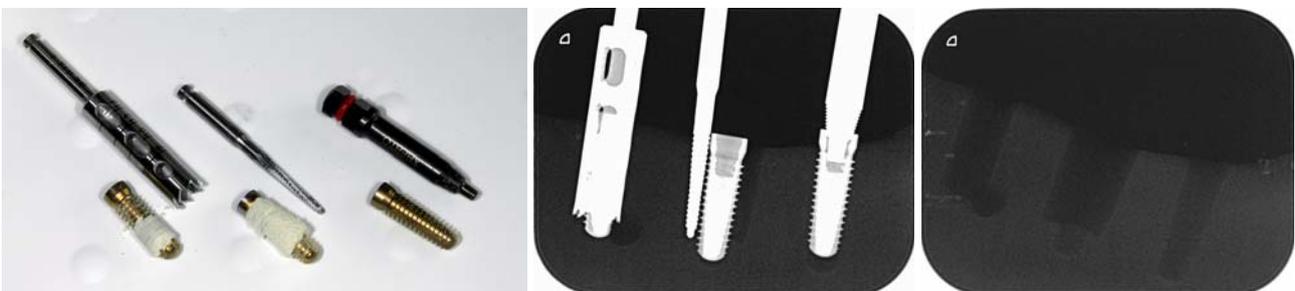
Darstellung der Explantationsmethoden und des daraus resultierenden Knochendefekts v.l.: Trepanfräse, Lindemannfräse, HelpKit. – Abb. 2: Röntgenaufnahme der Explantation am Modellkiefer v.l.: Trepanfräse, Lindemannfräse, HelpKit. – Abb. 3: Röntgenkontrollaufnahme nach Implantatentfernung aus dem Kiefermodell v.l.: Trepanfräse, Lindemannfräse, HelpKit.
